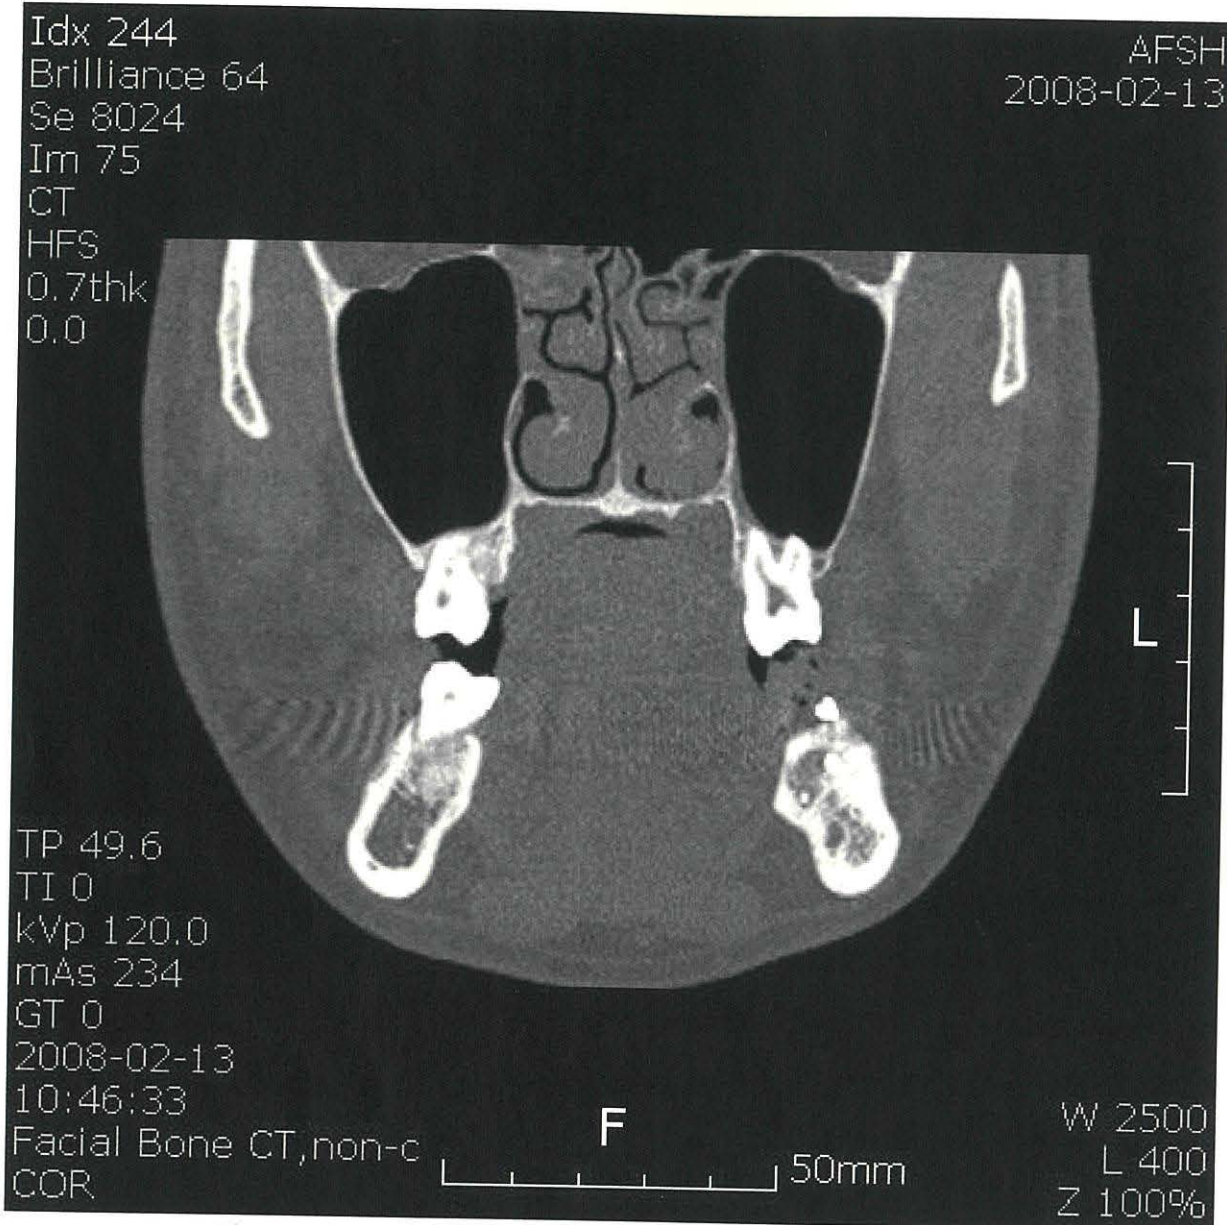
블록형 골이식술 시행 후 CT 이미지. 수혜부에 screw로 고정된 골편이 관찰된다.
